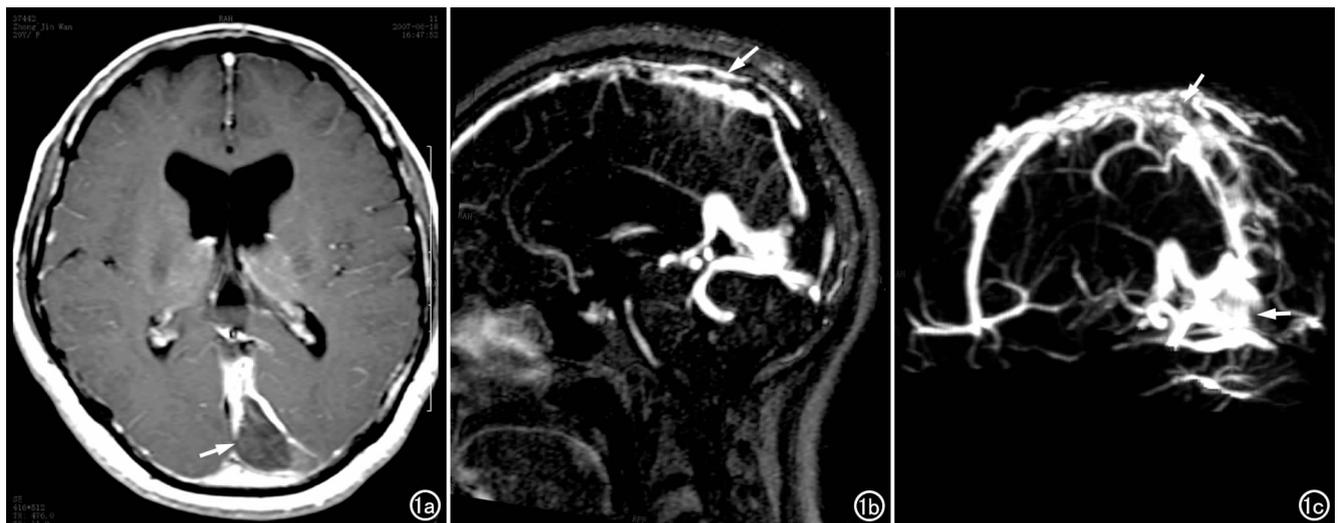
发病后 1 天的患者,MRI 增强扫描示上矢状窦和窦汇内充盈缺损(箭),脑表面静脉扩张,部分血管内血栓形成、中断。a) 横轴面图像;b) 矢状面图像;c) 3D-MRV 图像。
